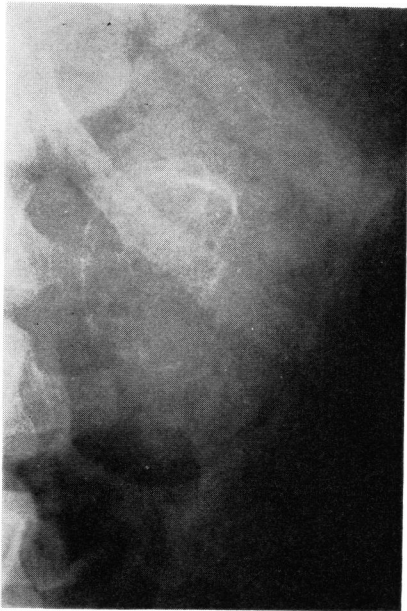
A plain film of the abdomen reveals an egg-shell calcification, measuring 51 by 40 mm, in the left upper abdomen.
